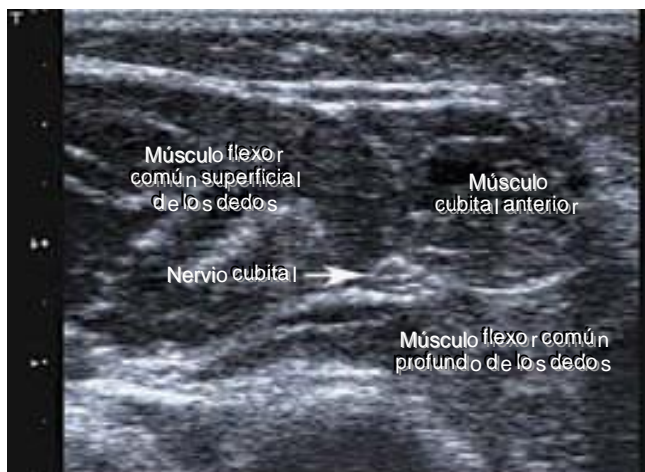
Visualización ecográfica del nervio cubital en la región proximal del antebrazo, entre el músculo cubital anterior, el flexor común superficial de los dedos y el flexor (común) profundo de los dedos (lado derecho = cubital; unidad de ultrasonido Toshiba Aplio con una sonda lineal de 14 MHz).
